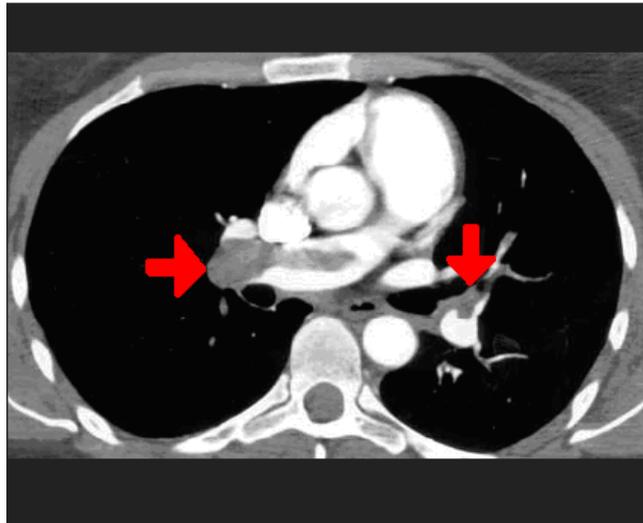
TEP visualizado através de TC
